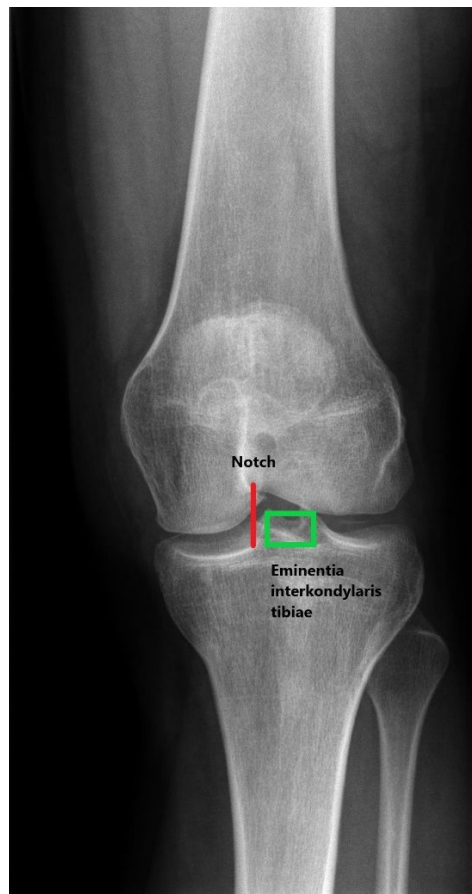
Röntgenbild p.a. Kniegelenk links mit Anzeichen einer vermehrten femoralen Innenrotation
